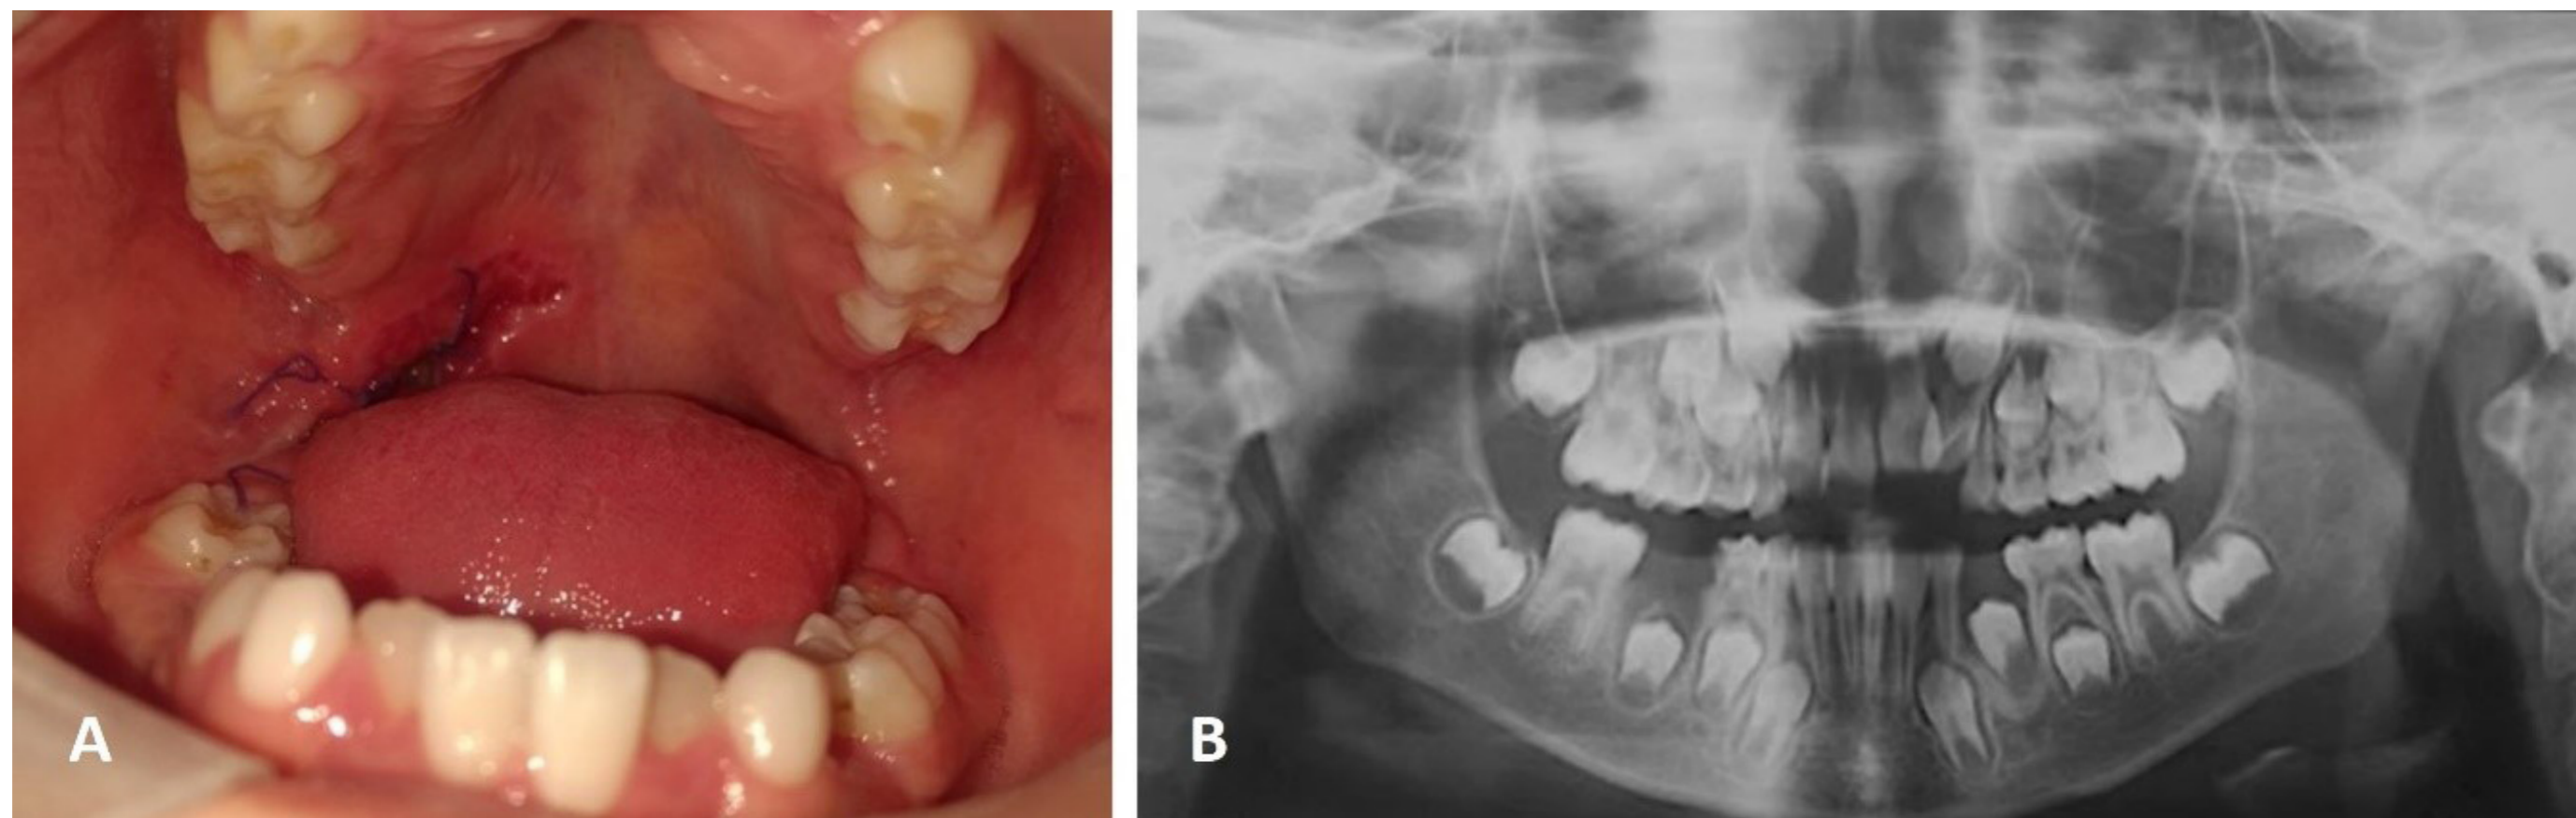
A. Imagen clínica posoperatoria. B. Radiografía de control donde se corrobora la ausencia del fragmento.
